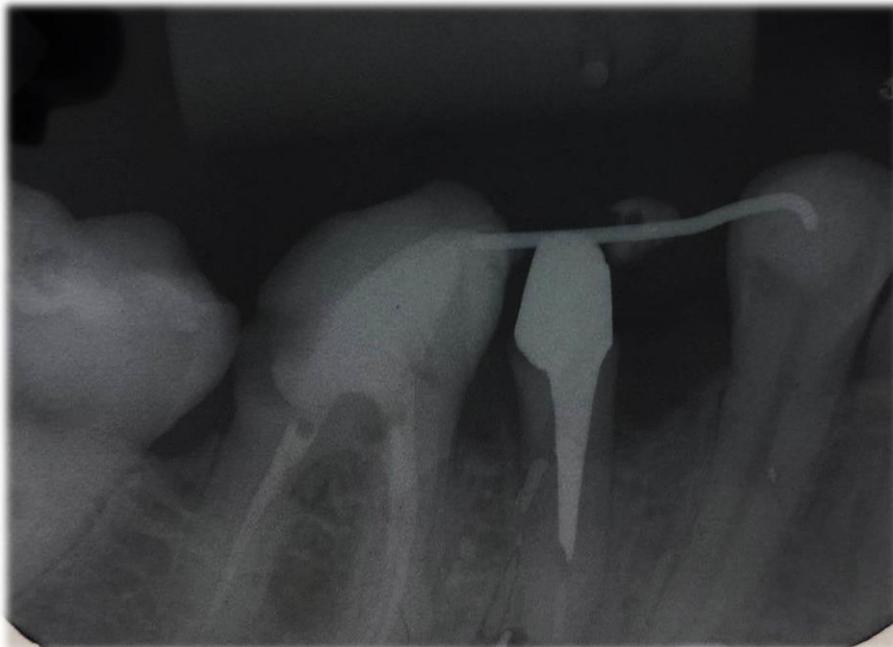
Radiografia evidenciando o contato do núcleo com o fio de aço após a extrusão da raiz em torno de 4mm. O dispositivo ainda permanece por 45 dias para estabilização.
